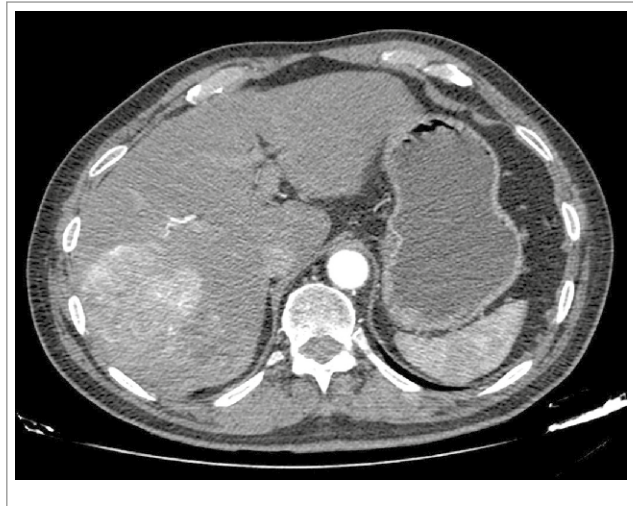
TC de abdomen en fase arterial donde se visualiza HCC multifocal con identificación de vaso arterial para realizar embolización.
